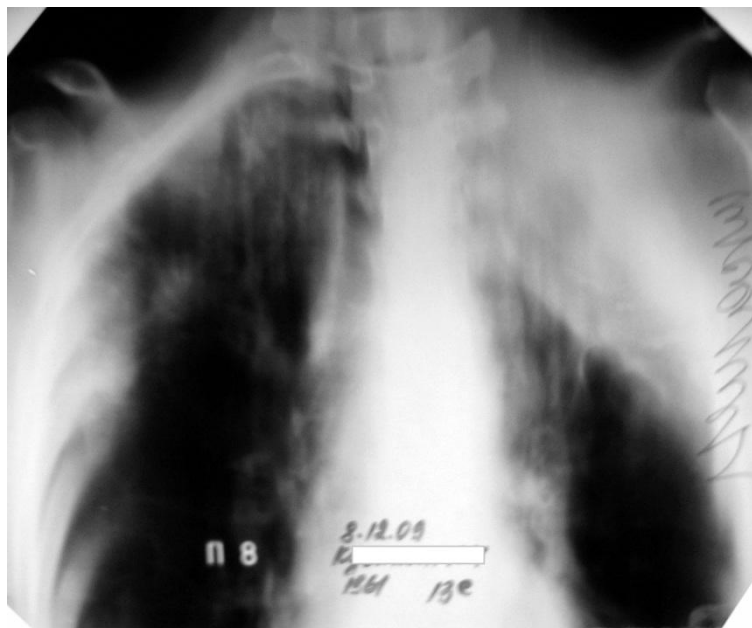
Томограмма легких больного К. через 2 месяца после операции. Слева в S1-2 полости деструкции не визуализируются.
